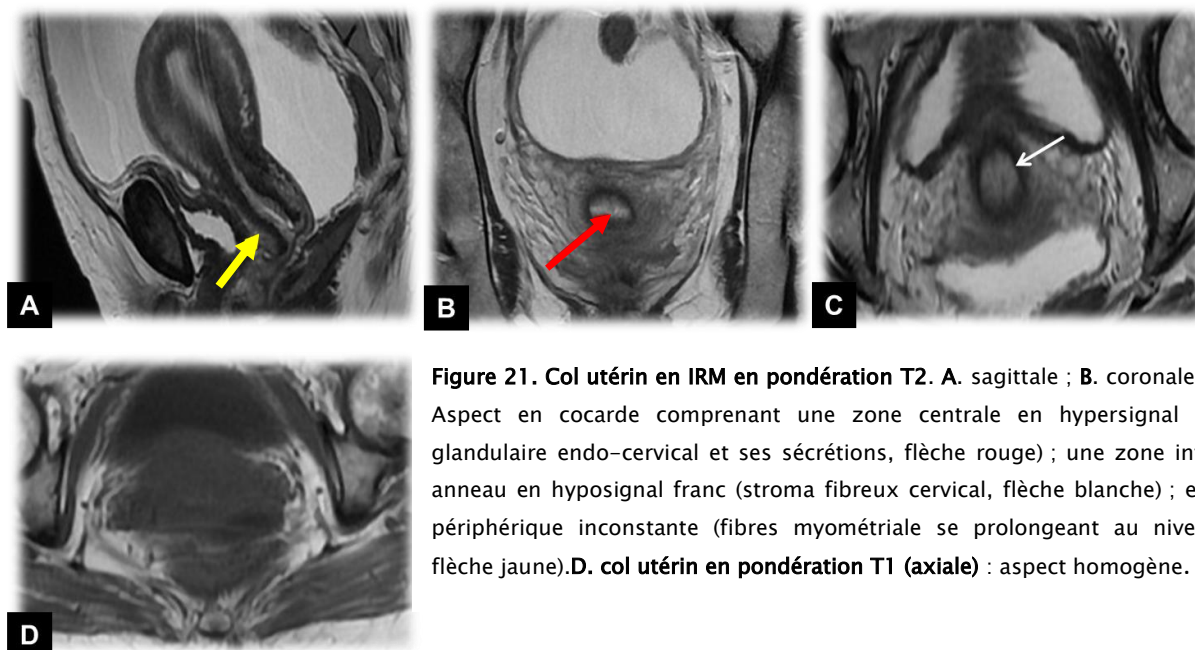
Col utérin en IRM en pondération T2. A. sagittale ; B. coronale ; C. axiale. Aspect en cocarde comprenant une zone centrale en hypersignal (épithélium glandulaire endo-cervical et ses sécrétions, flèche rouge) ; une zone intermédiaire anneau en hyposignal franc (stroma fibreux cervical, flèche blanche) ; et une zone périphérique inconstante (fibres myométriale se prolongeant au niveau du col, flèche jaune). D. col utérin en pondération T1 (axiale) : aspect homogène.
